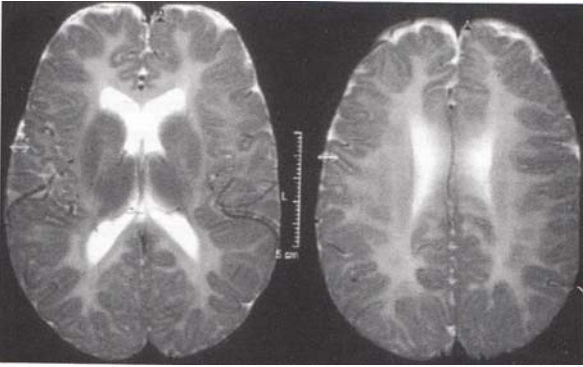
На МРТ-знімку в T2-режимі помірне підвищення сигналу перивентрикулярної білої речовини (за даними Jean Aicardi, 2013)
